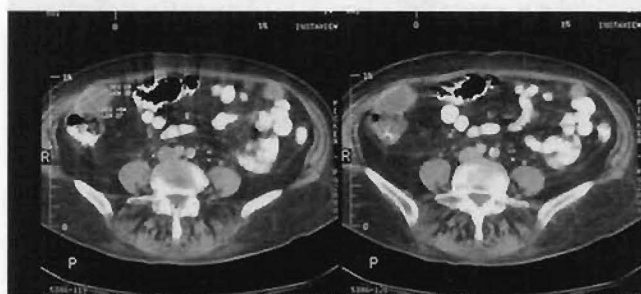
Tomografie computerizată abdominală – tumoră de colon drept
